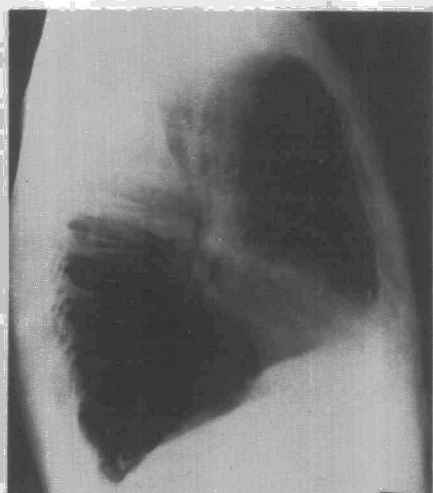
Apréciase en la radiografía lateral de tórax la imagen traqueal en huso.
